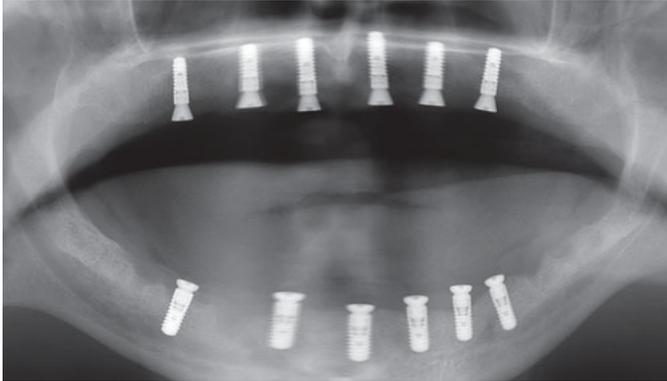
Kontrollröntgenbild (OPG).
